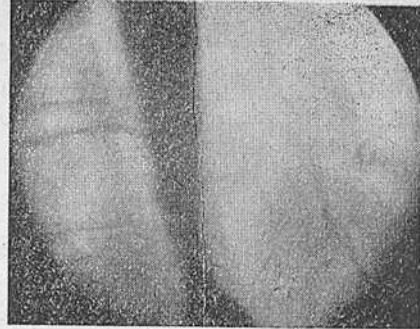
Симптом утолщения стенки пищевода. Выборочный кадр из рентгенокинематограммы.
